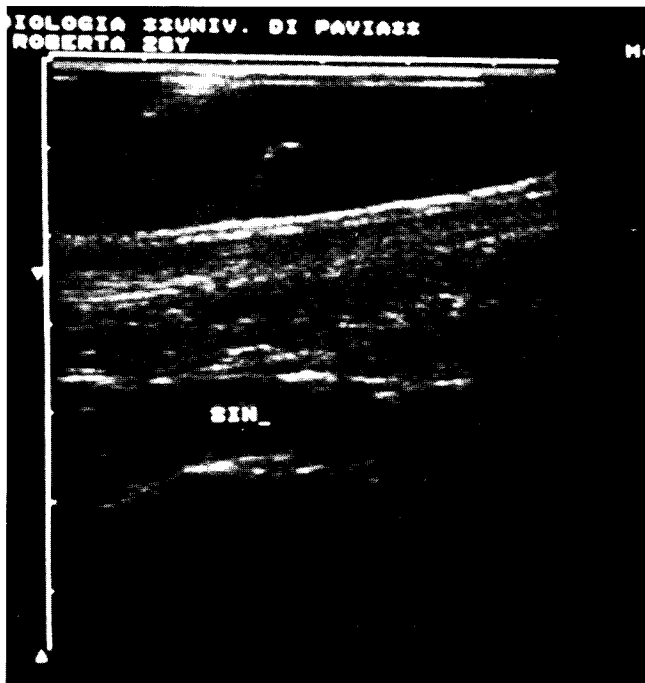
L'ecografia evidenzia un aspetto iperecogeno della guaina tendinea con falda ipoecogena sottostante.
